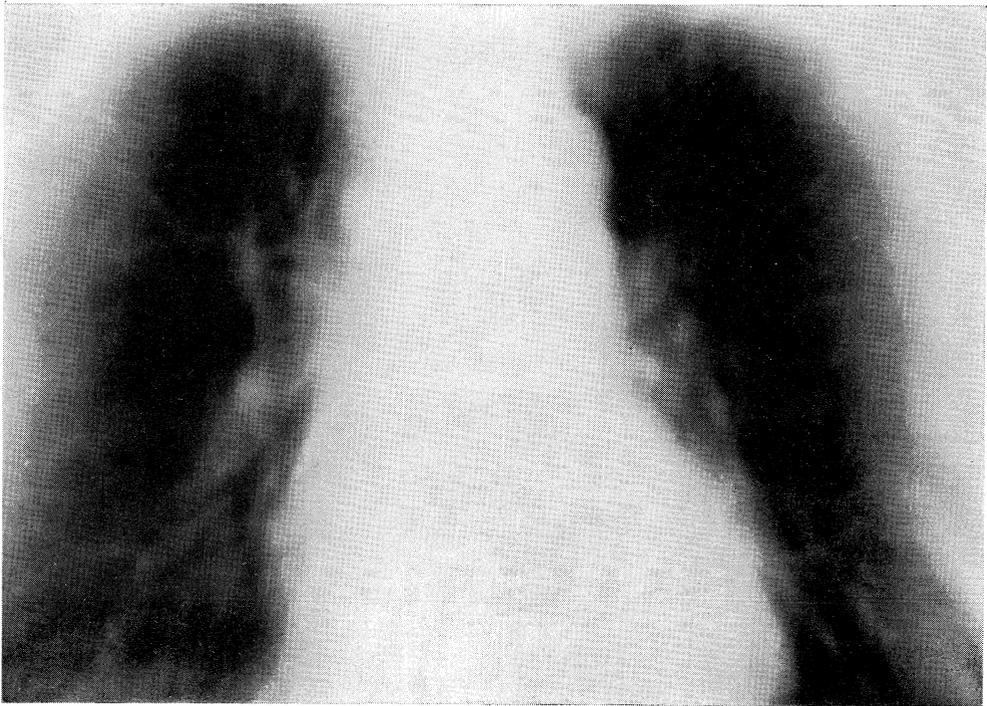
Tomographic cuts of both hill on admission.
